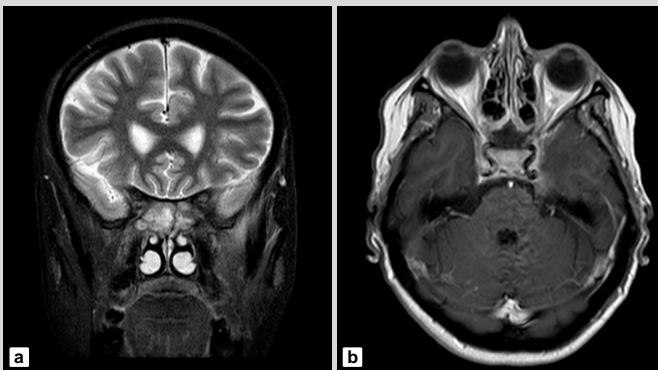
MRT-Schädel (a: STIR, coronar; b: T1, axial) mit Verschattung der kompletten Keilbeinhöhle und dem hinteren Siebbein.
